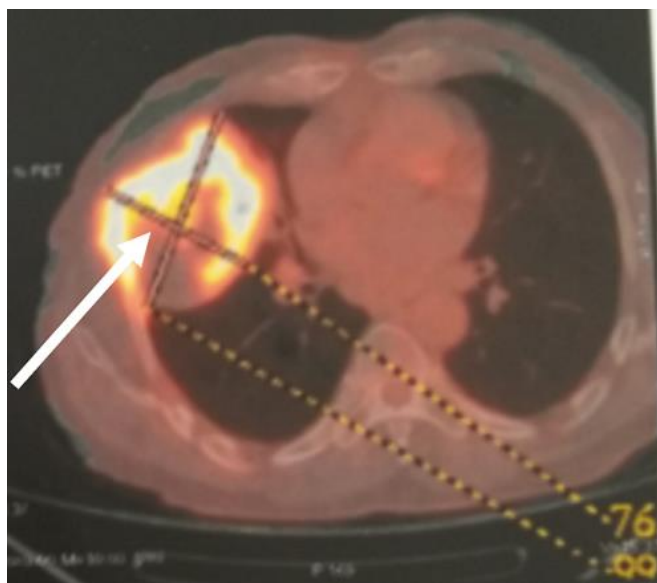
tomographie par émission de positrons montrant une masse pulmonaire droite hypermétabolique
